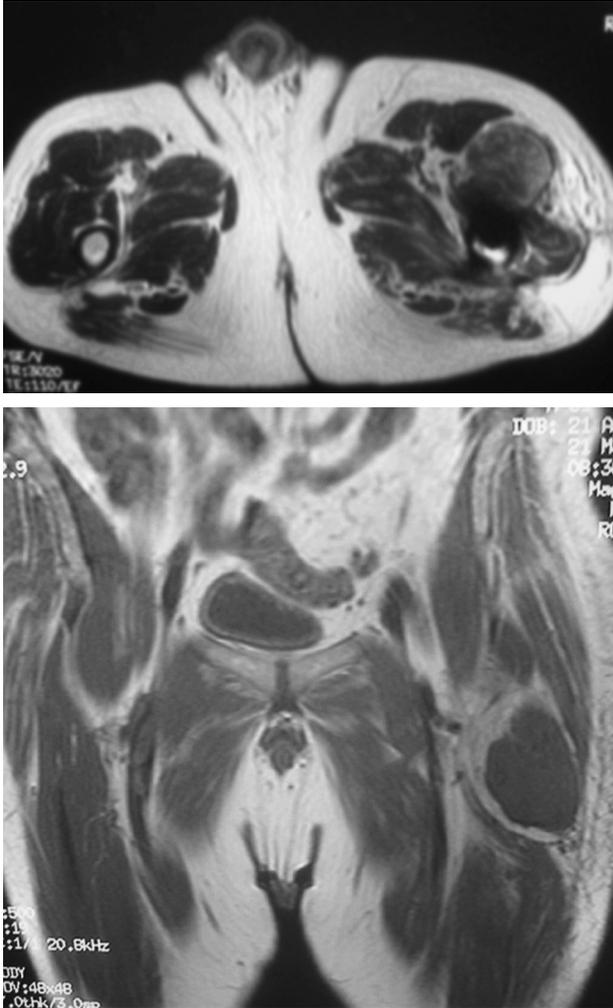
Resonancia magnética nuclear de la cadera izquierda que muestra una masa bien delimitada, que no infiltra a estructuras vecinas.
